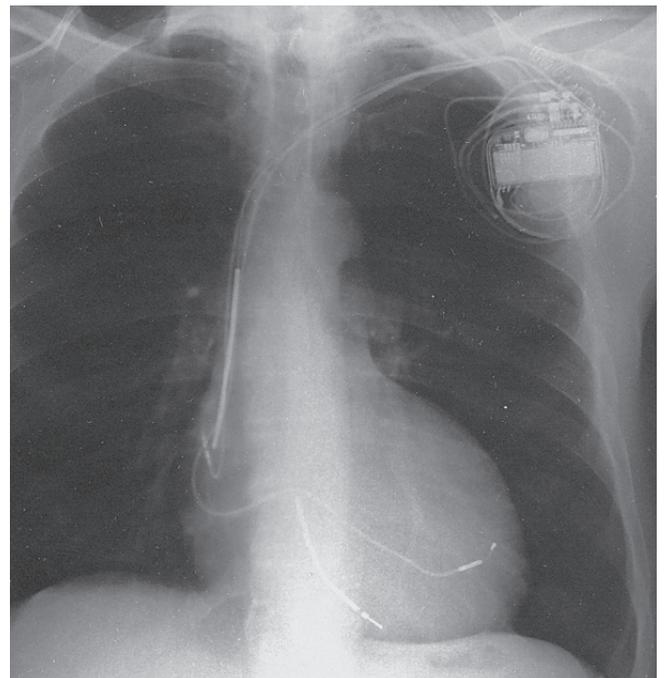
Radiografía de tórax en proyección postero-anterior del día posterior al implante.
